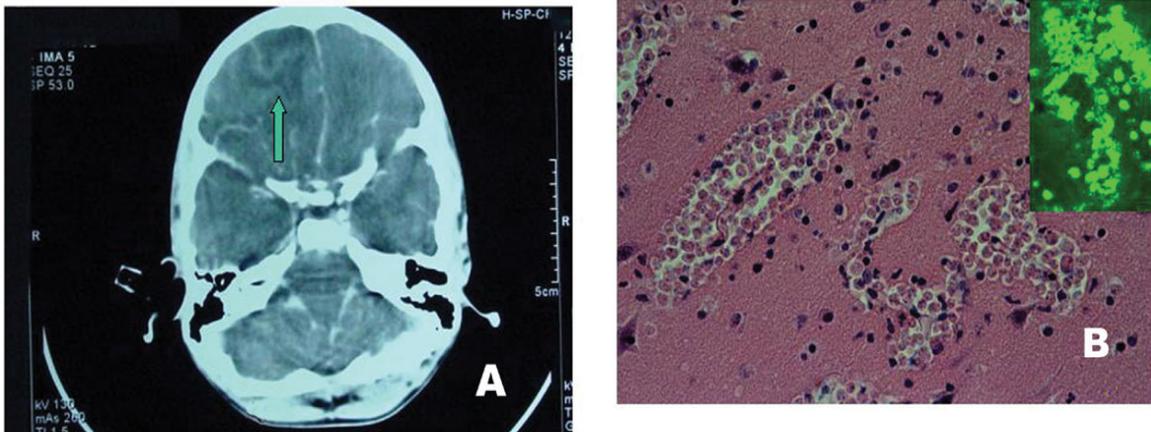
A) Tomografía Axial Computarizada B) Imagen histológica del tejido cerebral⁵⁴
